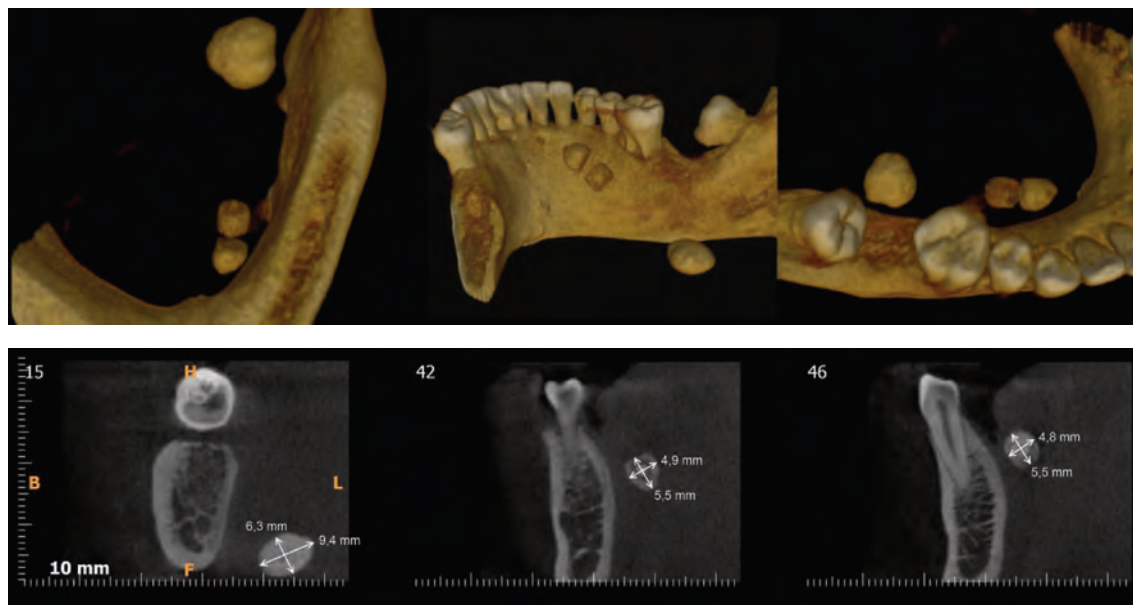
Tomografia dos Cálculos salivares no parênquima da glândula submandibular e ducto da mesma glândula com suas medidas em milímetros
